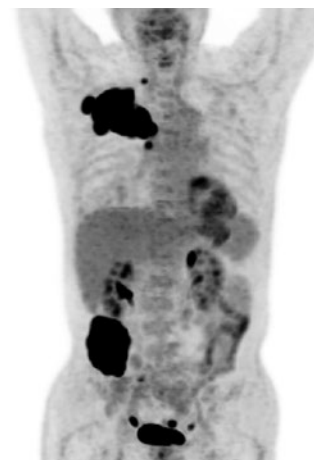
初診時のFDG-PET所見。右肺上葉，右後腹膜にFDG異常集積を伴う巨大な腫瘍を認めた。
